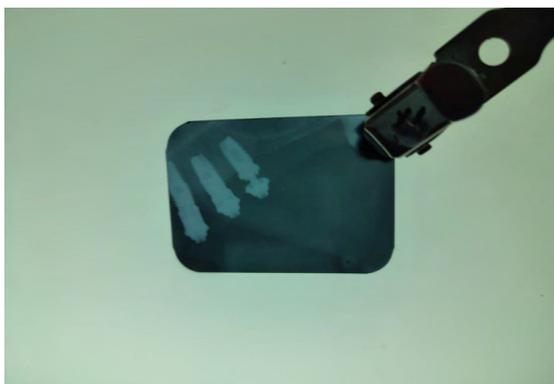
RX periapical do implante e minipilar
